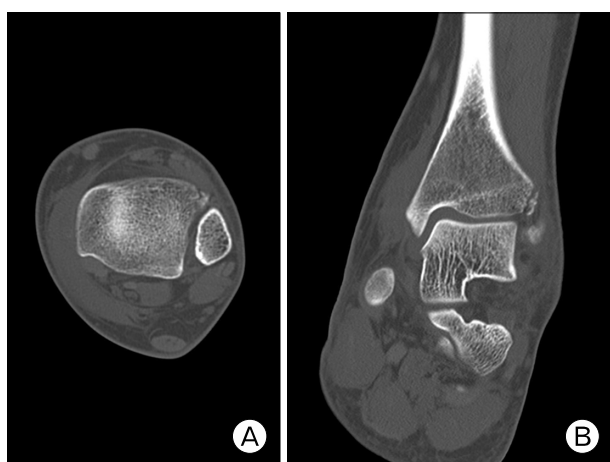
An axial (A) and coronal (B) computed tomography images of the injured ankle. A nondisplaced fracture was found as anterolateral Tillaux-Chaput fracture. No definitive other fracture was seen on these images.
